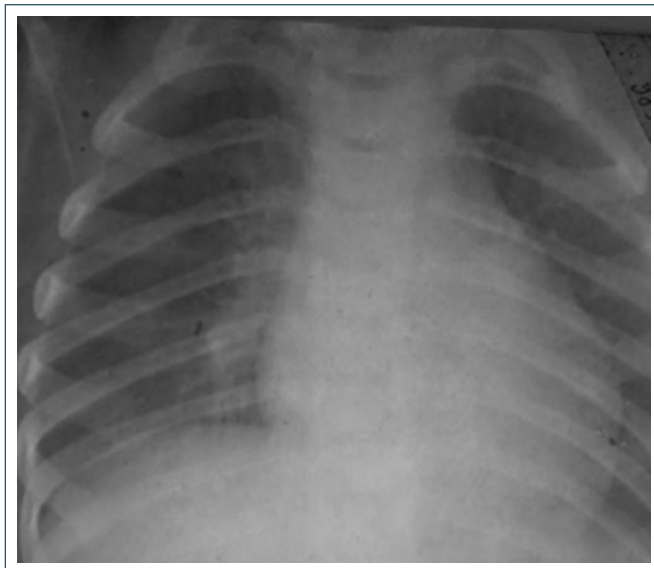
Обзорная рентгенограмма органов грудной клетки в прямой проекции (клинический случай № 1)
